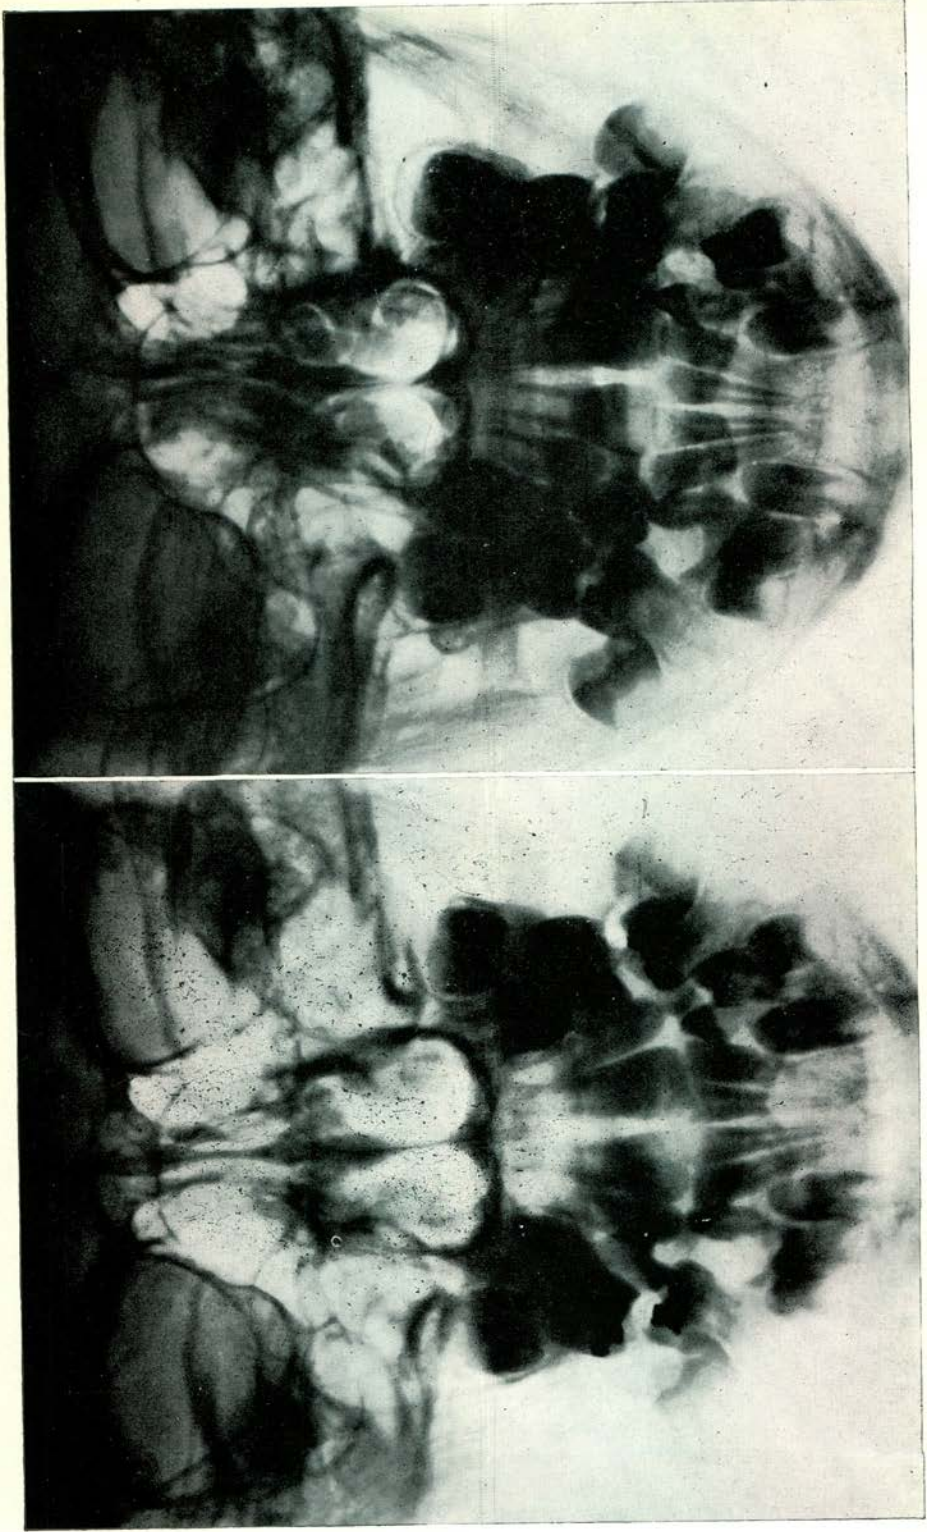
Röntgenschedel-en-face-foto van een laterale dwangbeet naar rechts. Links: in rustpositie. Rechts: in occlusie
